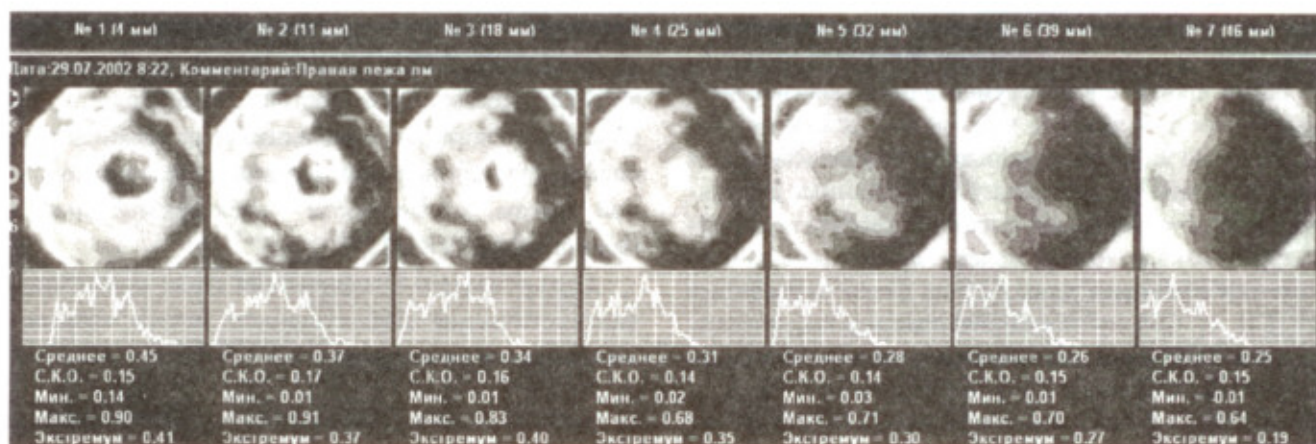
Электроимпедансная томограмма молочной железы (объяснение в тексте)
